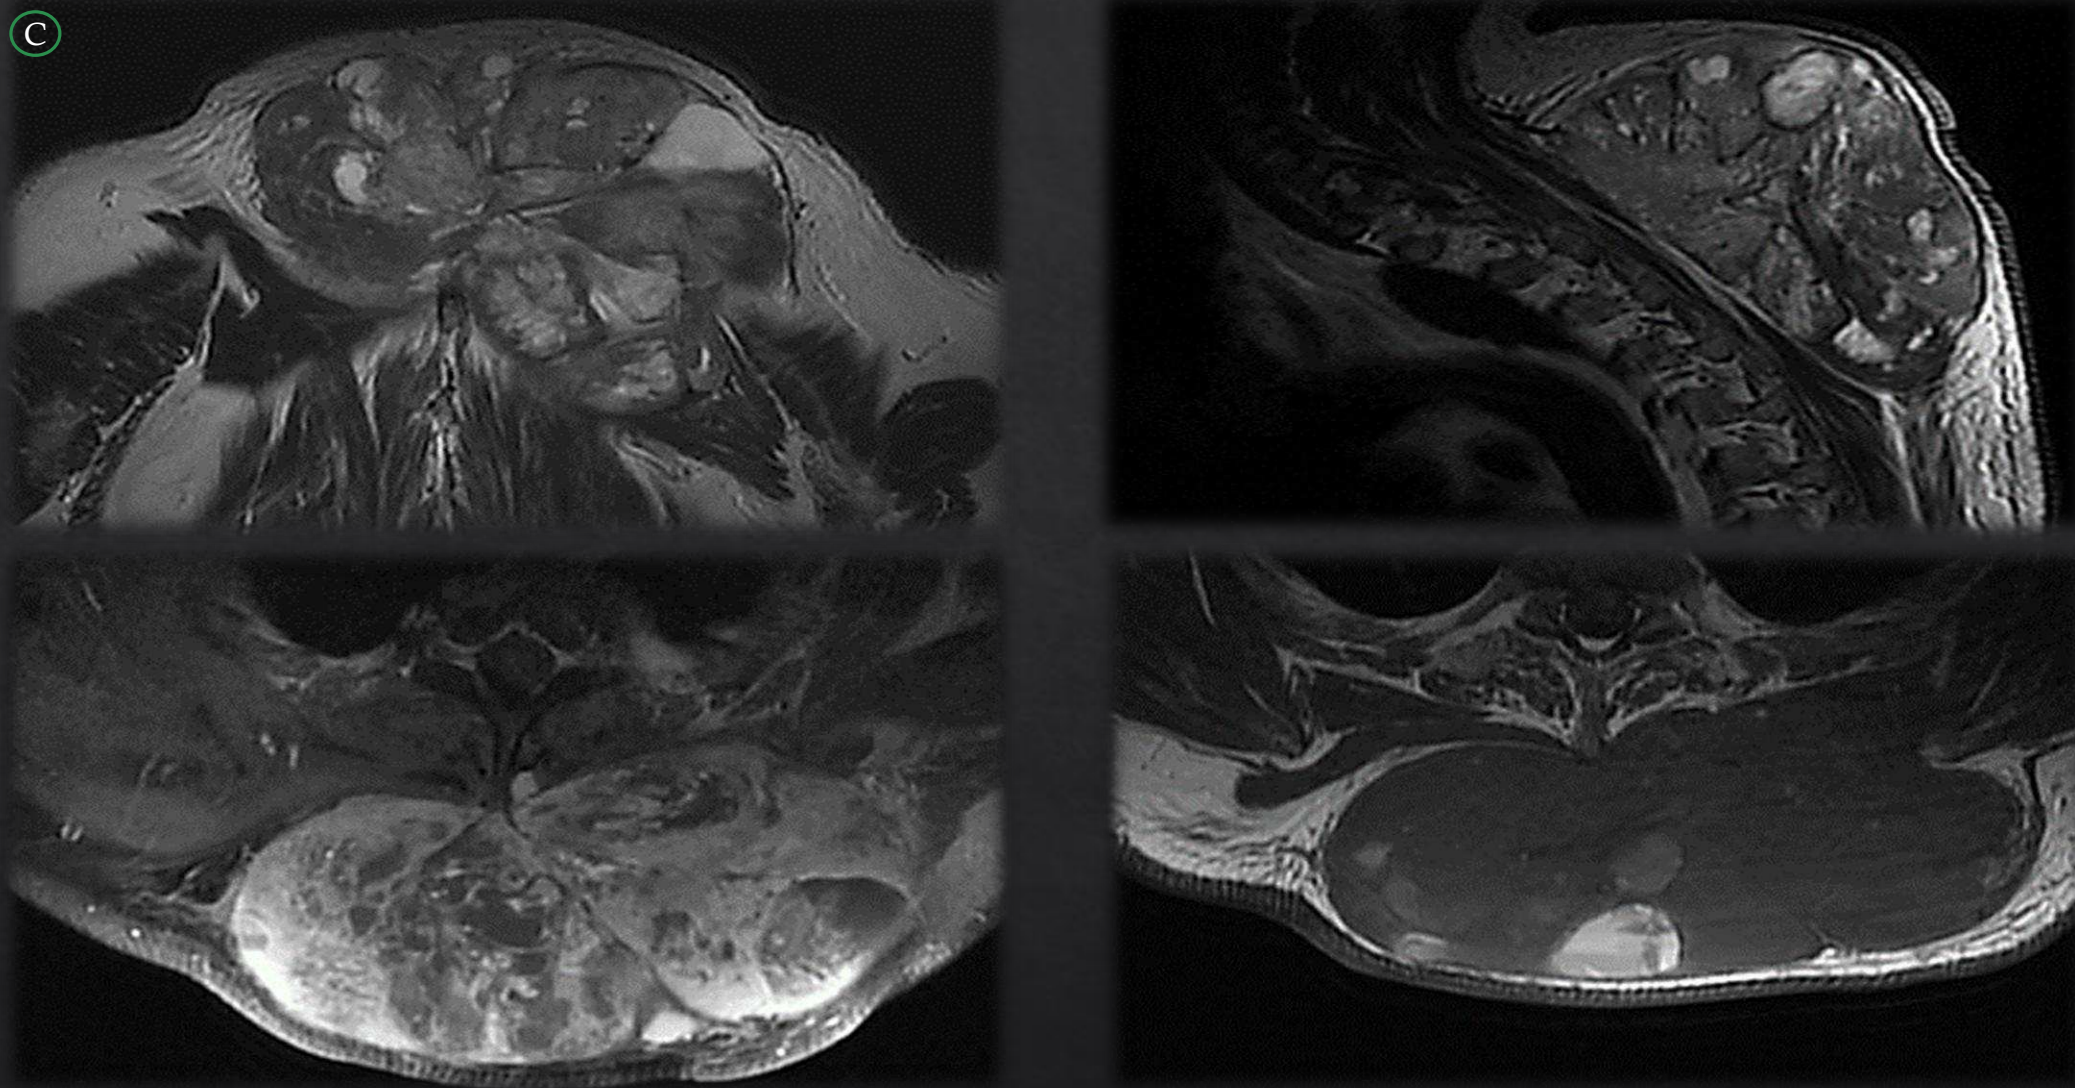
C: RM T2 FSE planos coronal y sagital y planos axial T1 FS sin y con contraste endovenoso.
